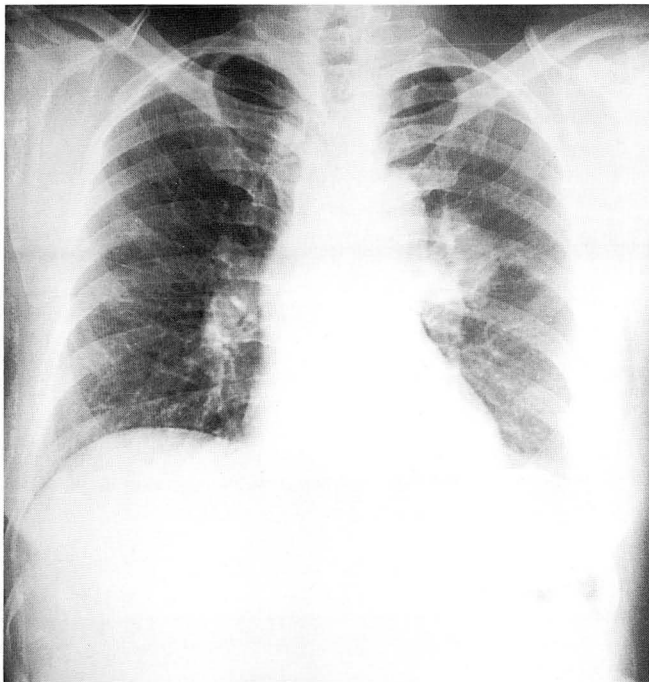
A 40-year-old man with diabetes mellitus. A posteroanterior chest roentgenogram reveals variable sized, multiple cavities in both upper lung field. Discrete multiple nodular opacities are noted with cavitary lesions in both upper lung field.
